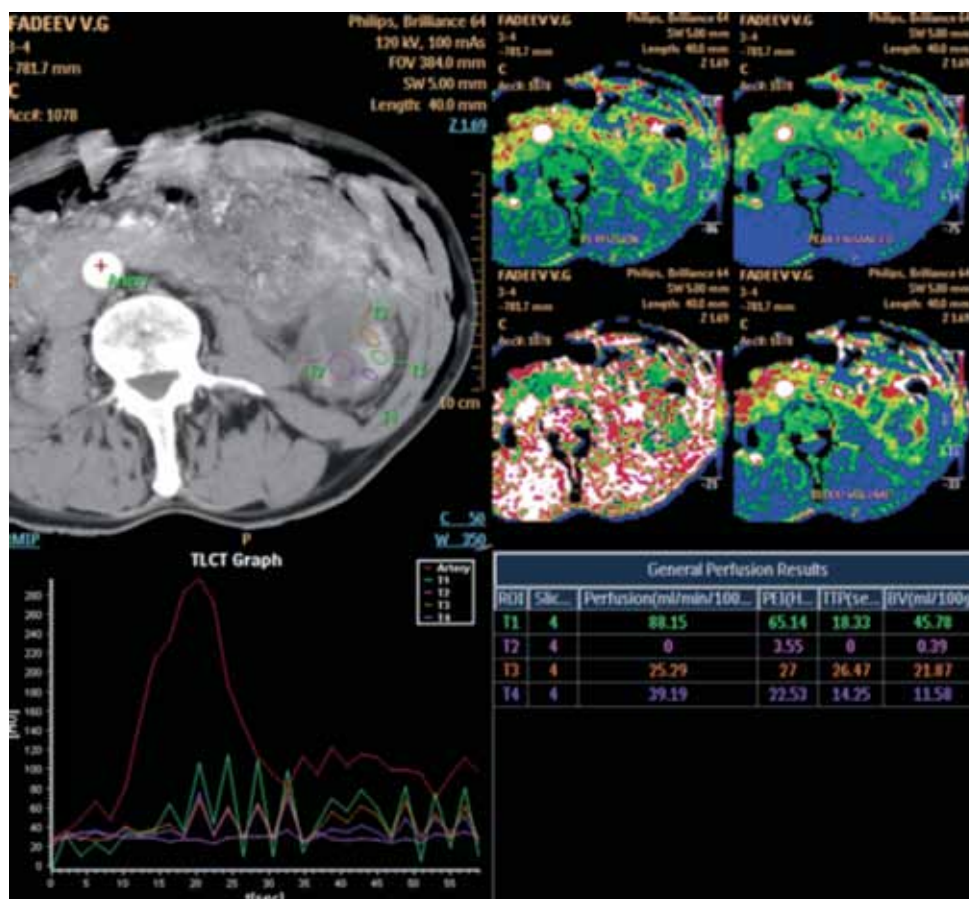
Скан КТ – перфузии. После операции
